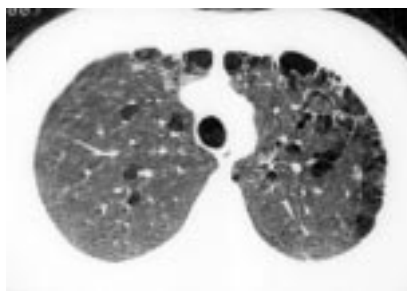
КТ. Парасептальная эмфизема в верхних долях легких.
